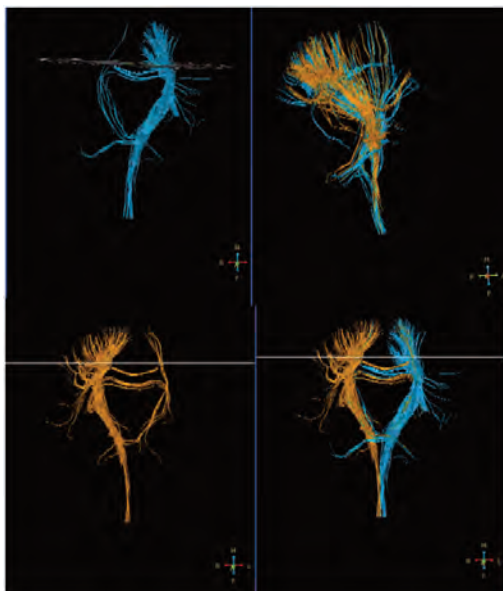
Tractografía de fibras por RM. Se observan en representación tridimensional el haz corticospinal derecho (en azul) y el izquierdo (en amarillo), con una leve asimetría entre ambos, con una leve disminución de fibras en el haz del lado derecho respecto al contralateral.
